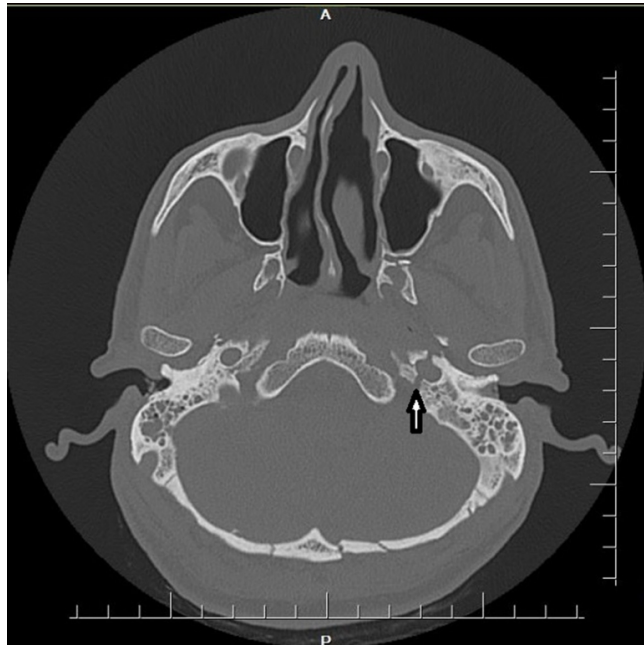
Aksiyel plan temporal BT görüntüsü: Transvers fraktür hattı
